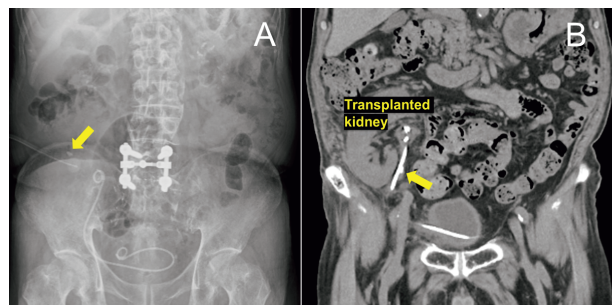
Postoperative assessment after ECIRS showing migration of a residual stone. (A) KUB on postoperative day 1. (B) Non-contrast CT on postoperative day 4. The yellow arrow shows the residual stone.
